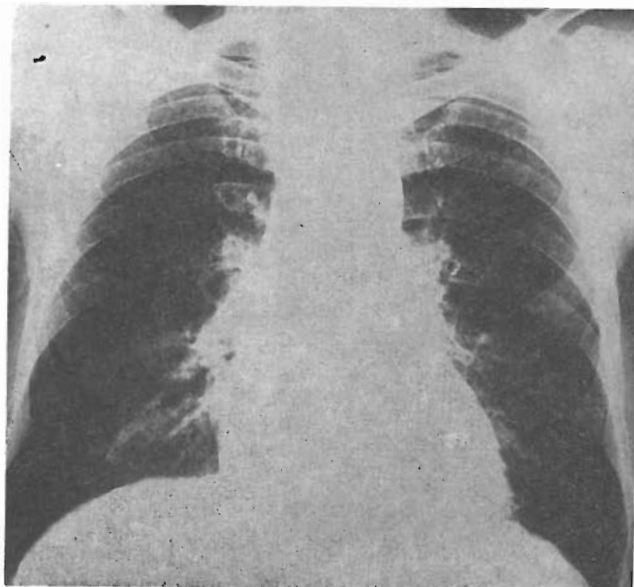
Radiografía de tórax, en febrero de 1981.
